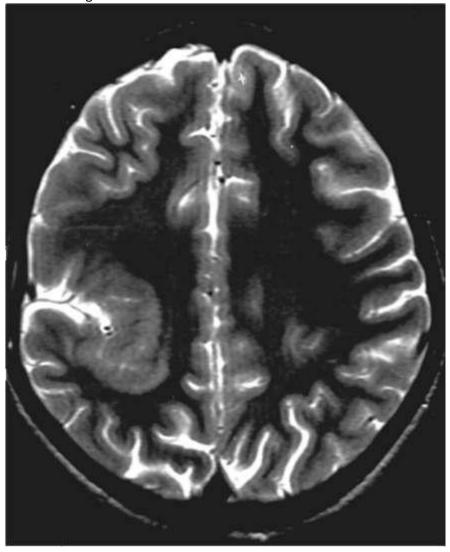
Нейрональная гетеротопия. МРТ, Т2-взвешенное изображение. В глубине правой теменной доли в окружности борозды выявляется зона неправильно сформированного серого вещества
